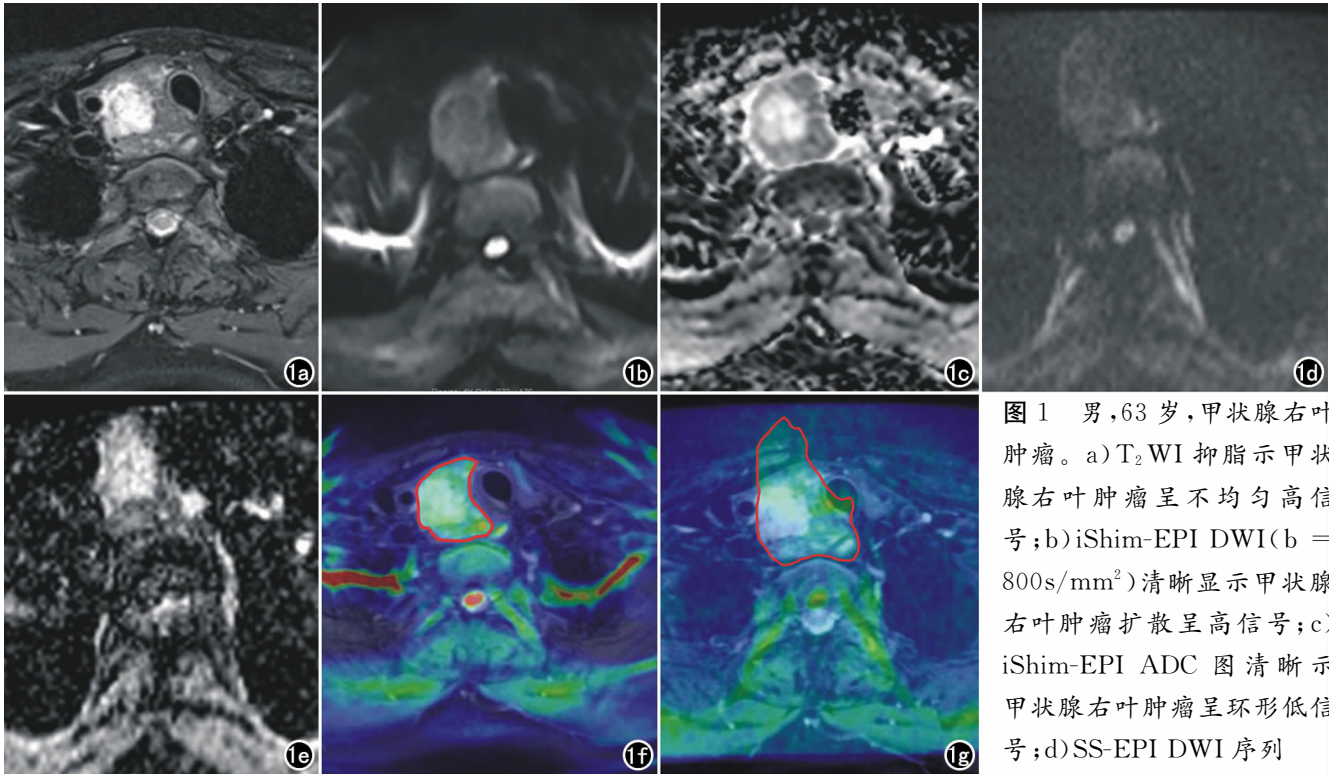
男,63 岁,甲状腺右叶肿瘤。a) T_2WI 抑脂示甲状腺右叶肿瘤呈不均匀高信号;b) iShim-EPI DWI ($b = 800s/mm^2$) 清晰显示甲状腺右叶肿瘤扩散呈高信号;c) iShim-EPI ADC 图清晰示甲状腺右叶肿瘤呈环形低信号;d) SS-EPI DWI 序列
